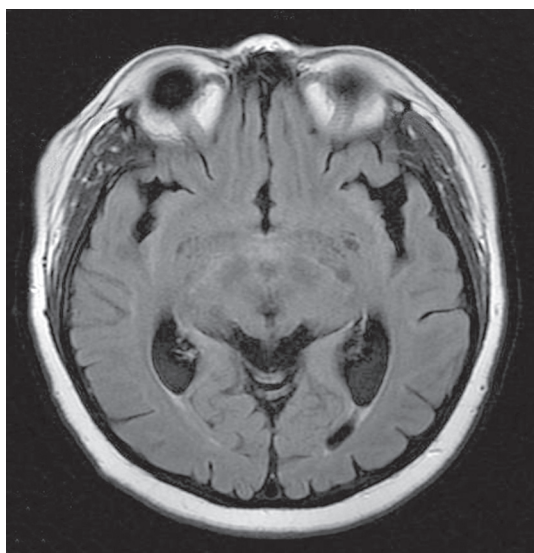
МРТ головного мозга больной К. после лечения.
